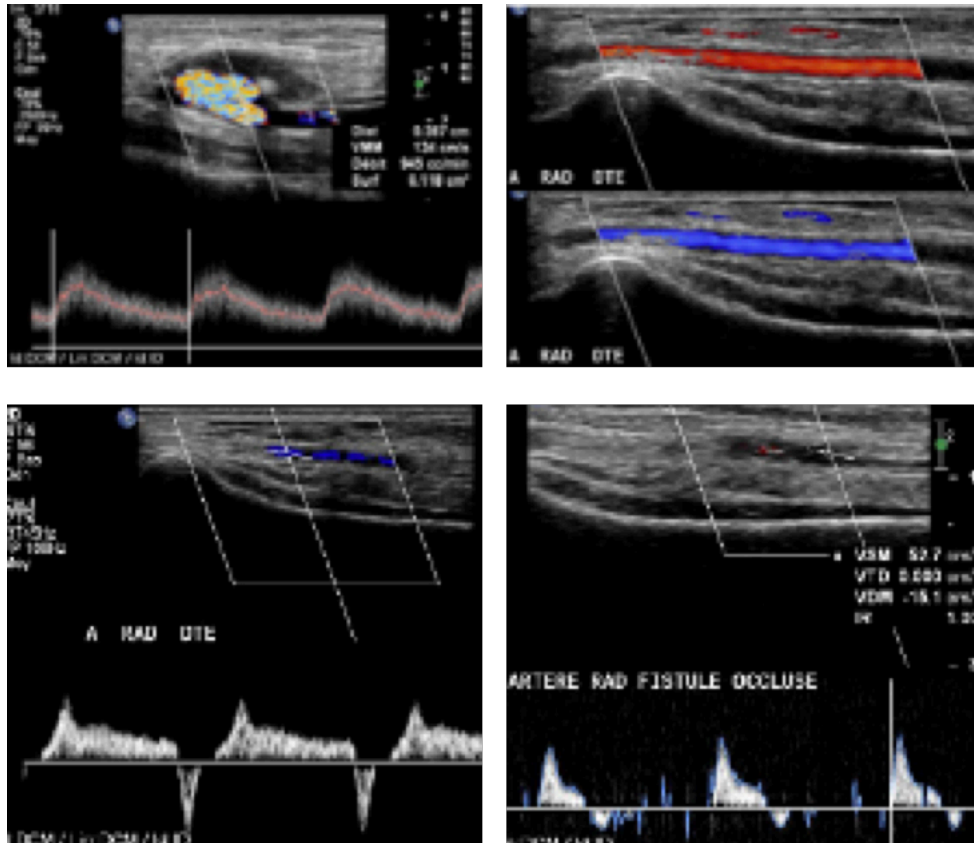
Échodoppler couleur et pulsé d'une FAV radiocéphalique fonctionnelle avec un débit normal à 945 ml/min, flux de va et vient de l'artère radiale d'aval avec normalisation du flux après occlusion de la fistule [67]
